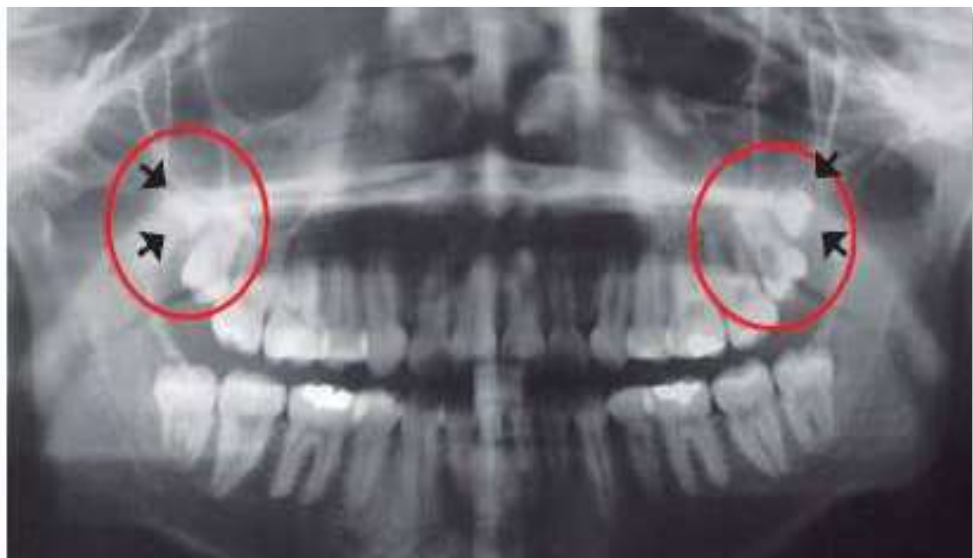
Ortopantomografía se observa distomolares superiores bilaterales.²⁵
